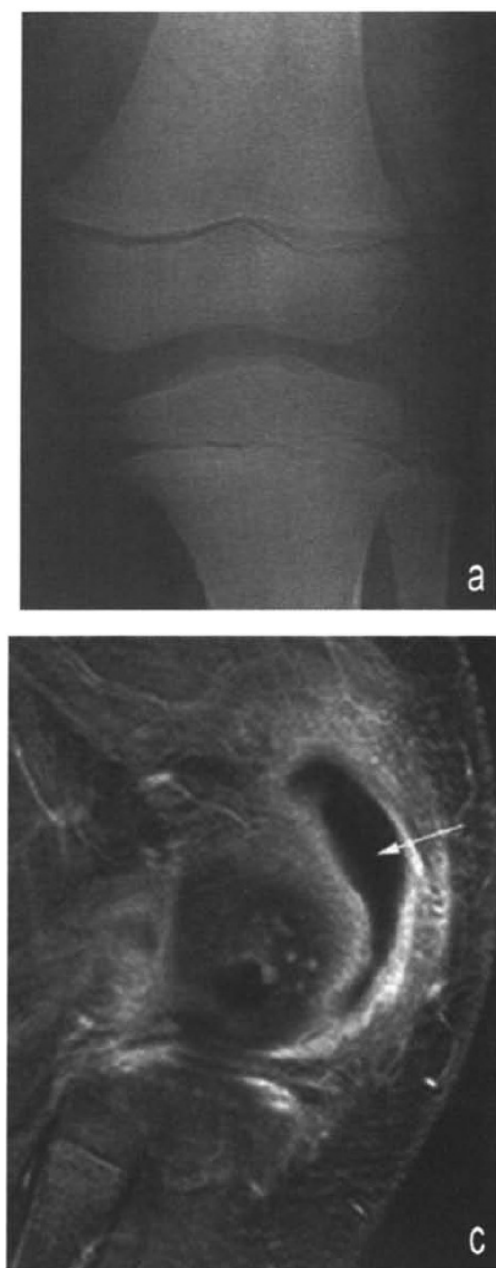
Ostéoarthrite du genou chez un enfant de 3ans. a. Radiographie : Suspicion d'ostéolyse focale du condyle externe. IRM séquence sagittale T1 après injection, c. Synovite infectieuse (flèche) [49].
